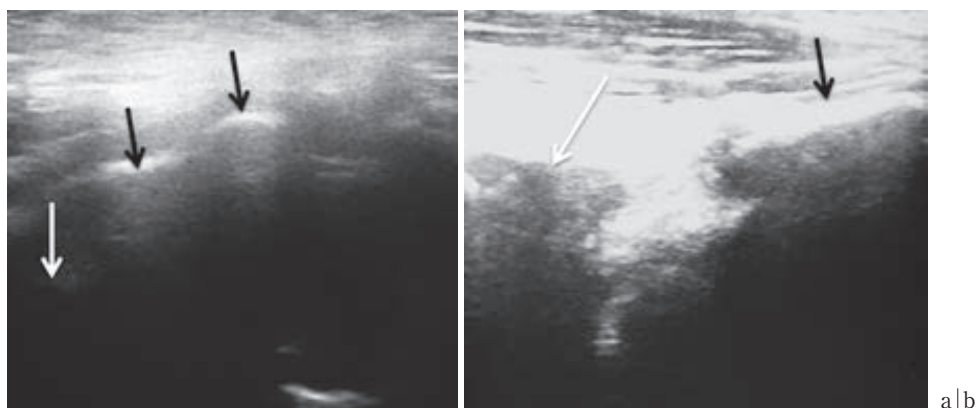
症例1. 超音波水平断像(右) (黒矢印：恥骨，白矢印：骨頭)
